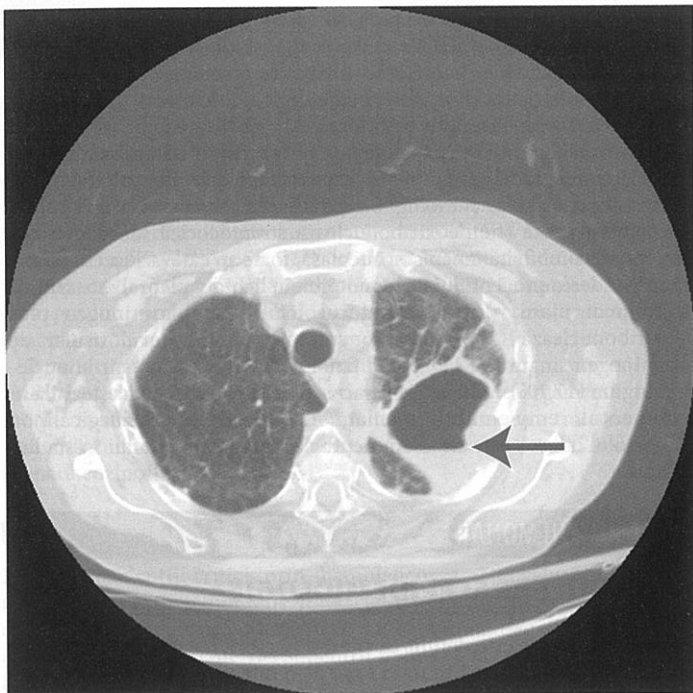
CT de torace, prezentând un nivel hidro-aeric al cavității abcesului, marcat cu săgeată.
